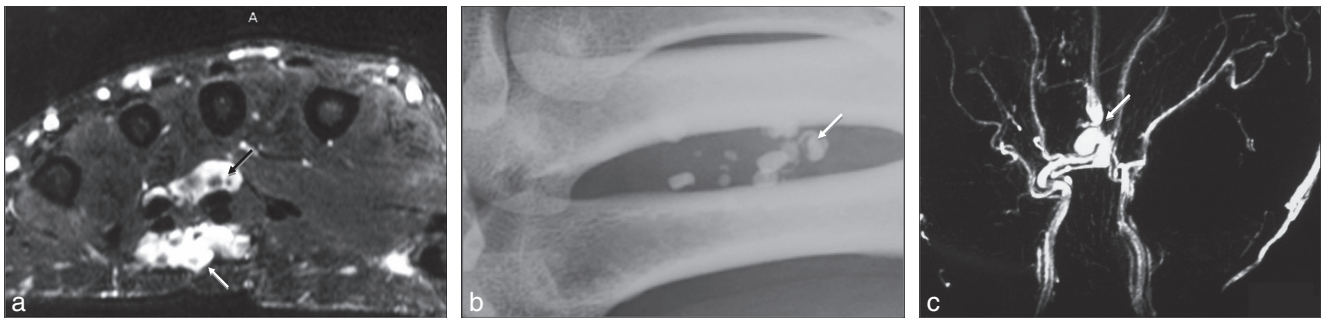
Intérêt de l'angio-IRM dans une malformation vasculaire de la paume. (a) Coupe axiale STIR : malformation vasculaire (flèche blanche) de part et d'autre des tendons fléchisseurs des doigts et des muscles lombricaux. Nombreux foyers de bas signal faisant discuter des *flow voids* ou des calcifications (flèche rouge). (b) Radiographie oblique centrée sur les métacarpes démontrant la nature calcique (phlébolites) des images de bas signal (flèche). (c) Séquence angiographique MIP coronale : malformation veineuse aux dépens de l'arcade palmaire profonde (flèche).
